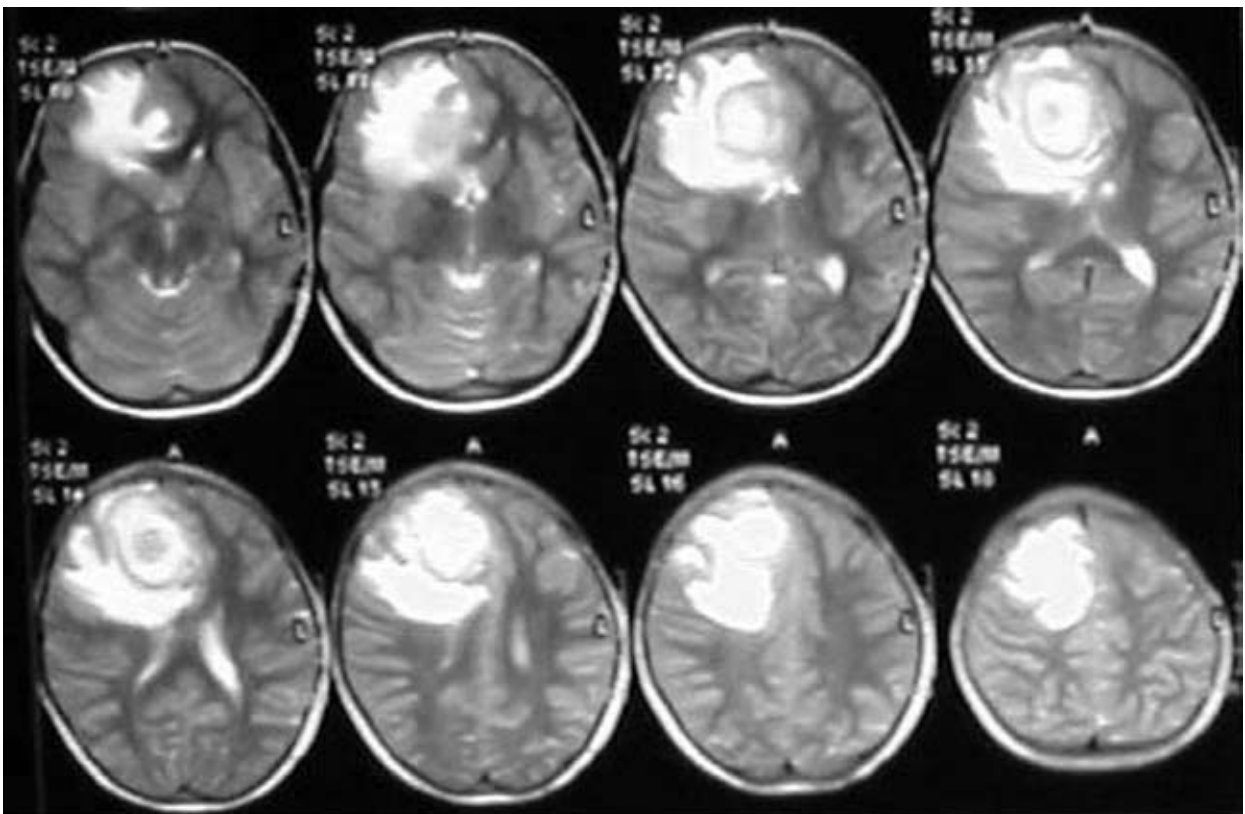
Магнитно-резонансная томограмма пациентки 1
